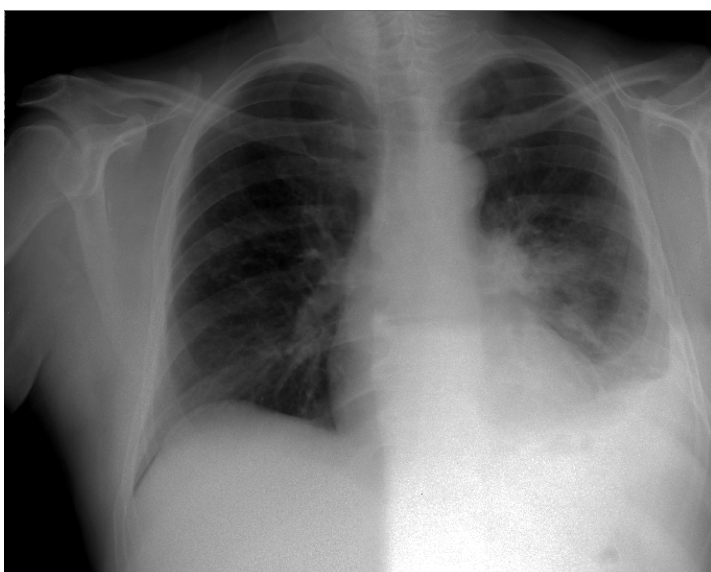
Radiografia pulmonară post-toracocenteză.
